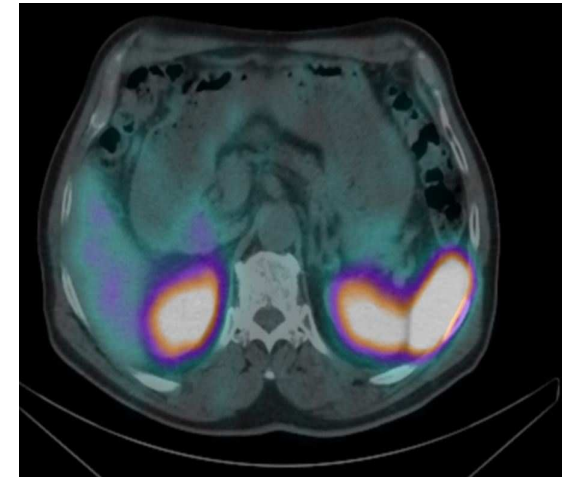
PET/TC con análogo de somatostatina que demuestra intensa captación del radiotrazador en la lesión tumoral, compatible con tumor neuroendocrino.
